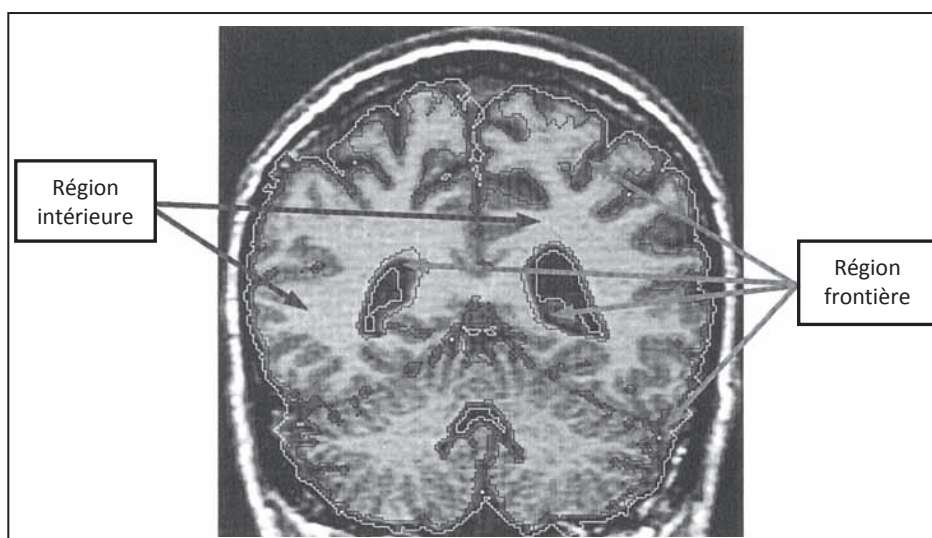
IRM coronale en séquence pondérée T1. La région frontière du cerveau (délimitée par les lignes blanche et noire) représente l'ensemble des voxels sur lesquels le BBSI est calculé. La région intérieure (entourée par les lignes noires) est utilisée pour la normalisation des intensités des voxels.
